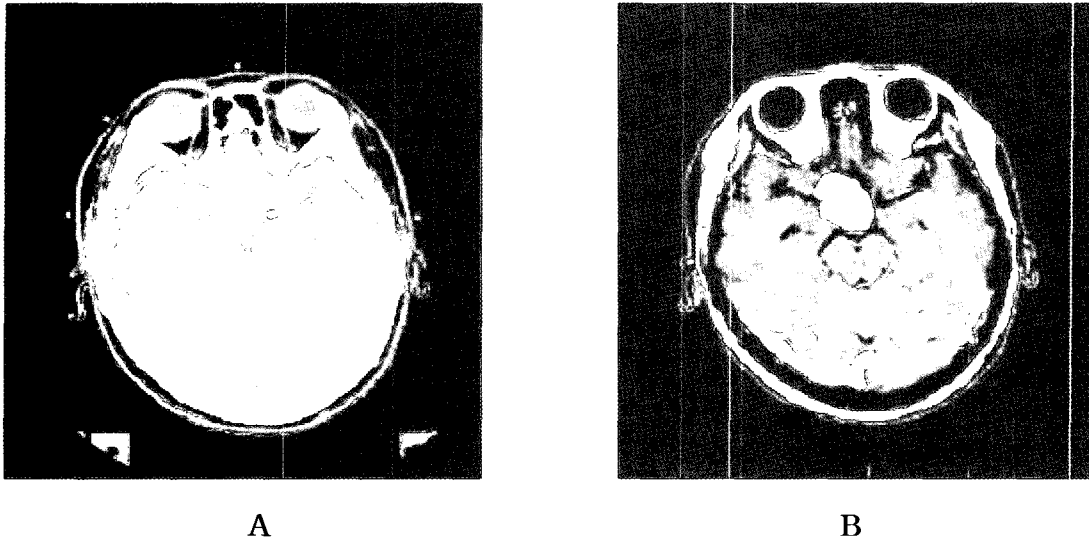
An example of CT(A) and MR(B) axial image of low grade glioma patient without fiducial marker.
